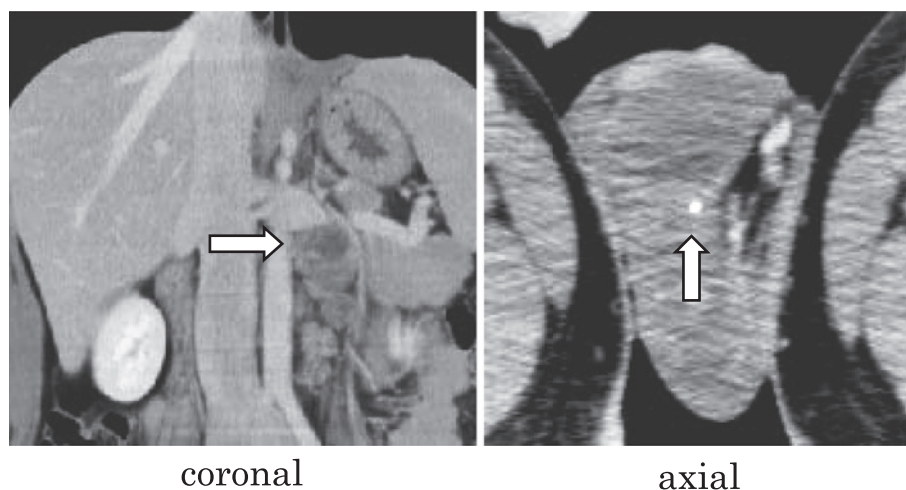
Abdominal CT shows enlarged retroperitoneal lymph node (white arrow), and genital CT shows a tiny calcified lesion in the left testis (white arrow).
